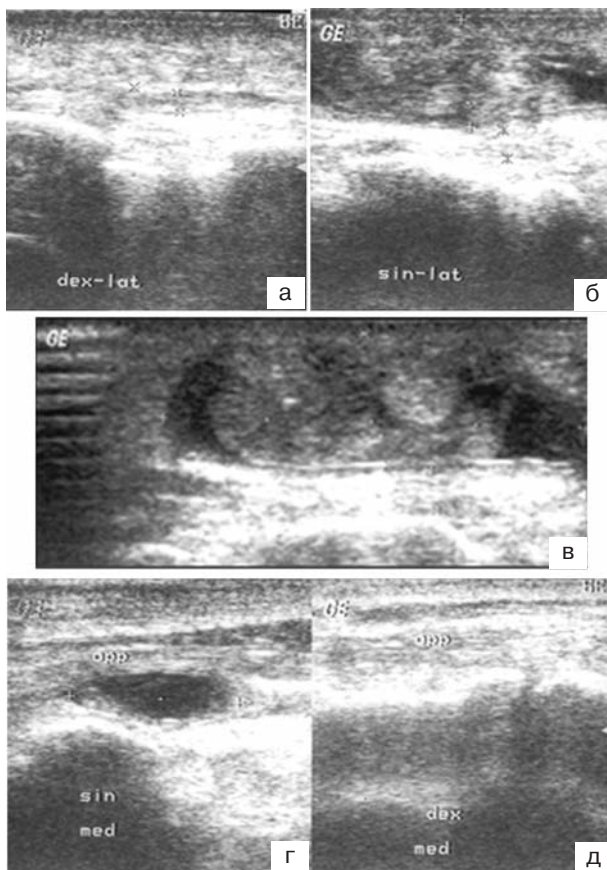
УЗИ: при продольном сканировании справа толщина мягких тканей 0,59 см, подошвенного апоневроза 0,22 см, дополнительных образований не выявлено (а); слева толщина мягких тканей 1,27 см, подошвенного апоневроза 0,39 см (б); в толще мягких тканей с латеральной стороны подошвы определяется неоднородное кистозно-солидное образование овальной формы размером 4,06 x 1,27 см (в). С медиальной стороны под апоневрозом определяется кистозно-солидное образование овальной формы 1,84x0,8 см (г), норма (д)
